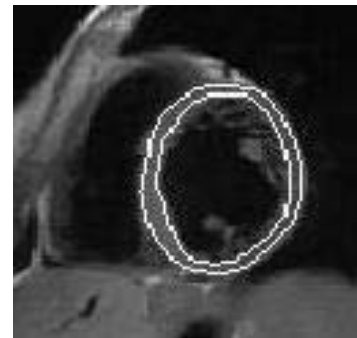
ROI outline of LV in small axis MR images.
